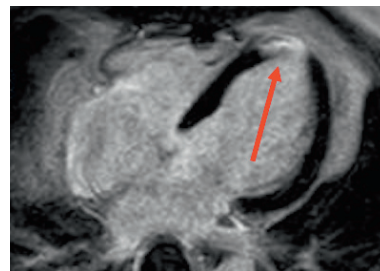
Herz-MRI-Bild mit Infarktnarbe (roter Pfeil)
